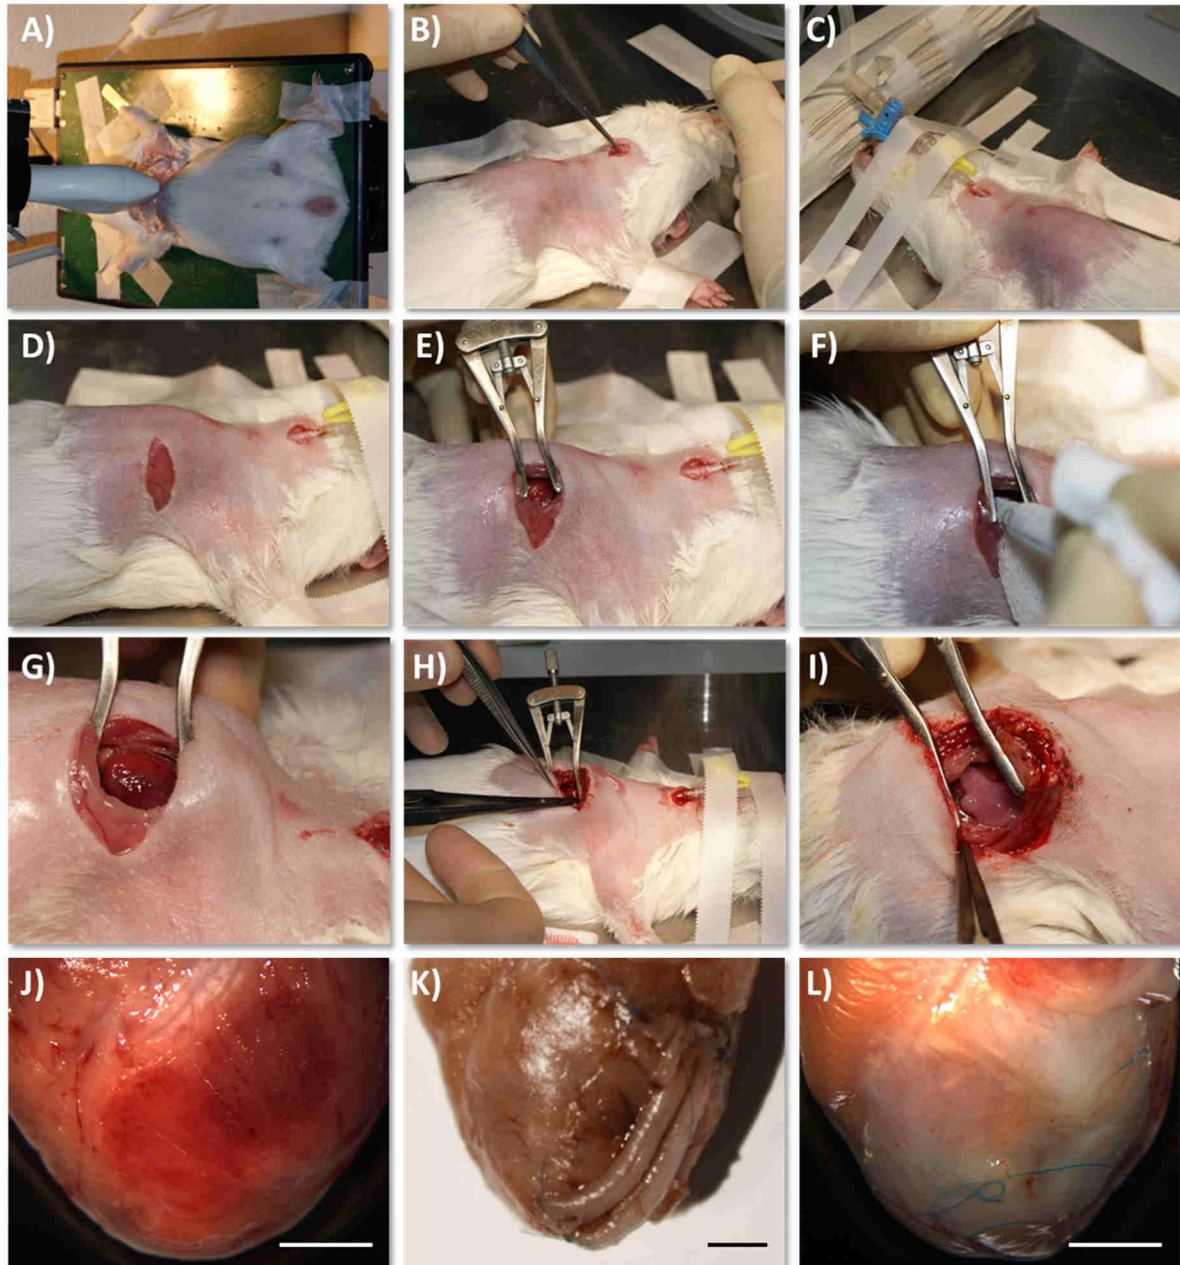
Fotografische Übersicht des Operationsverlaufs (A-I) und exemplarische explantierte Meerschweinchenherzen. A) Echokardiografie eines anästhesierten und in Rückenlage fixierten Meerschweinchens. B) Tracheotomie C) Beatmung über Respirator D) Hautinzision E) Einsetzen eines Retraktors in die Thoraxöffnung nach Durchtrennung der Mm. intercostales und Öffnen der Pleura. F) Induktion der Kryo-Verletzung des linken Ventrikels durch Applikation eines mit flüssigem Stickstoff gekühlten Stempels. G) Erfolgreiche Infarktinduktion H) Implantation eines EHTs auf infarziertes Myokard. I) Linker Ventrikel mit zwei implantierten EHTs. J) Herz nach Induktion der Kryo-Verletzung. K) Herz nach Implantation von zwei EHTs. L) Herz 28 Tage nach Implantation von zwei EHTs. Maßstab 0,5 cm.
